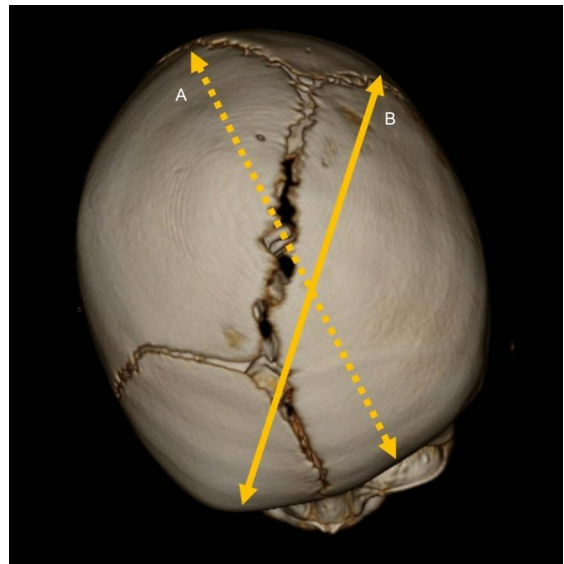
Cranial vault asymmetry index measurement with full supra-cranial view of three-dimensional brain computed tomography for left coronal suture craniosynostosis. Cranial vault asymmetry index = $[(\text{Diagonal A} - \text{Diagonal B}) \times 100] \div \text{Diagonal B}$, where $A > B$. Diagonal A indicated by a broken arrow and Diagonal B by a solid arrow.
